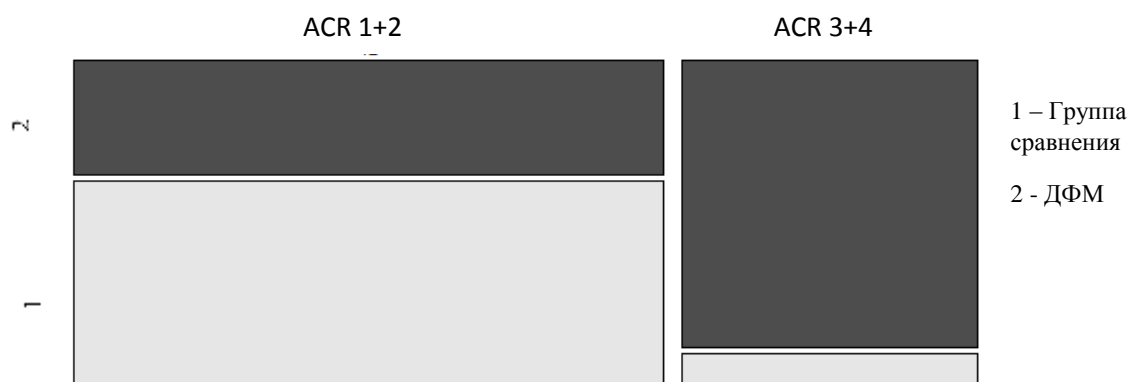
Характеристика частоты высокой и низкой рентгенологической плотности молочной железы (ACR) у пациенток с ДФМ и здоровых женщин.
